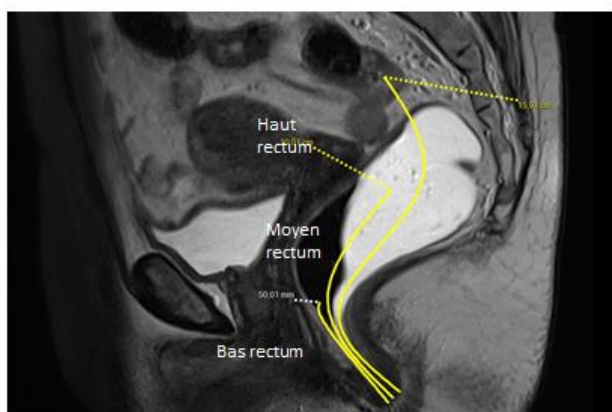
SEQUENCE IRM SAGITTAL T2 DIVISION DU RECTUM PAR RAPPORT A LA MARGE ANALE
